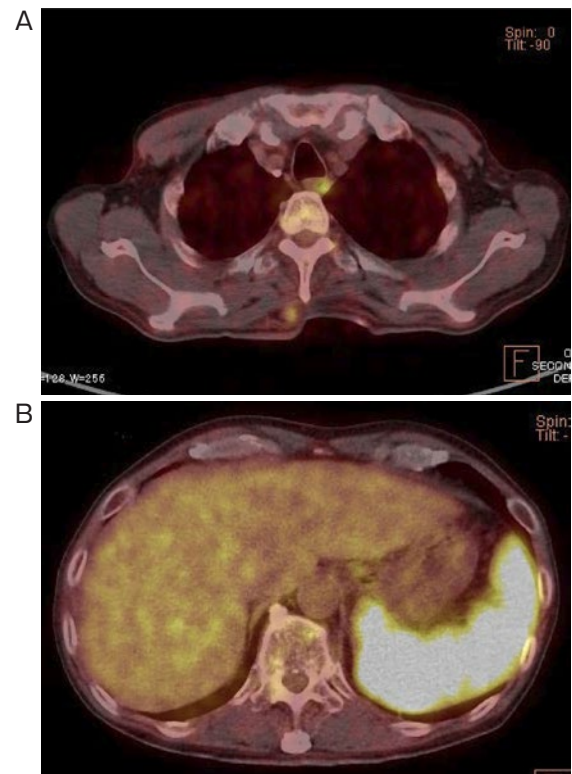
(A) Foci of accumulated FDG can be observed in the dorsal hypodermis near the right shoulder blade. (B) The spleen is enlarged, and there is considerable FDG accumulation with an SUVmax of 16.4.
